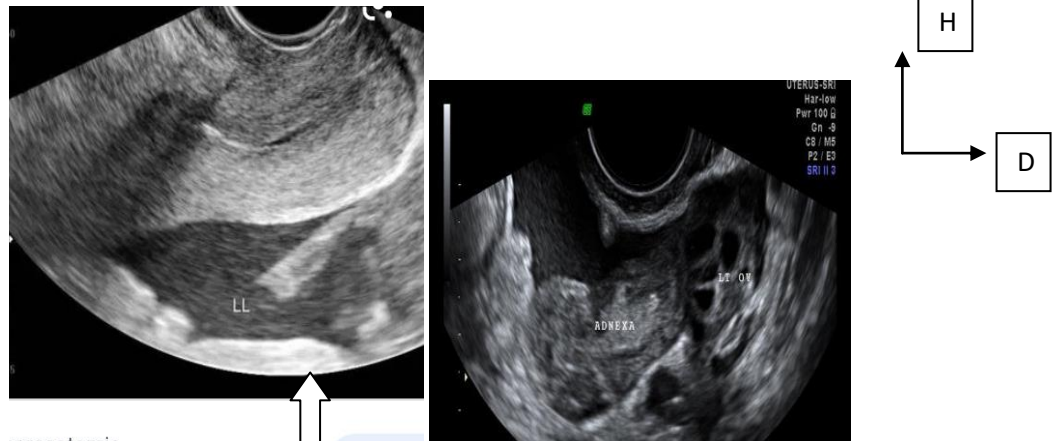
image échographique d'une grossesse extra utérine rompue avec hémopéritoine.
